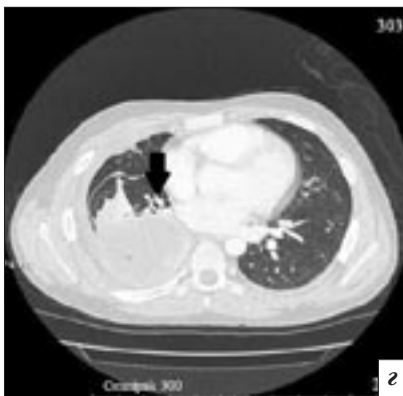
МСКТ грудной полости на 102-е сутки госпитализации, средостенный (а, б, в) и легочный (г) режимы: в аксиальной плоскости (а, б, г) и мультипланарная реконструкция во фронтальной плоскости (в). На фоне инфильтрации средней и нижней долей правого легкого определяются обширные участки деструкции в виде зон пониженной плотности, на фоне которых не видны просветы бронхов (а, в – стрелки). Сегментарные бронхи оттеснены (г – стрелка). Жидкость в правой плевральной полости в виде плаща окутывает легкое
